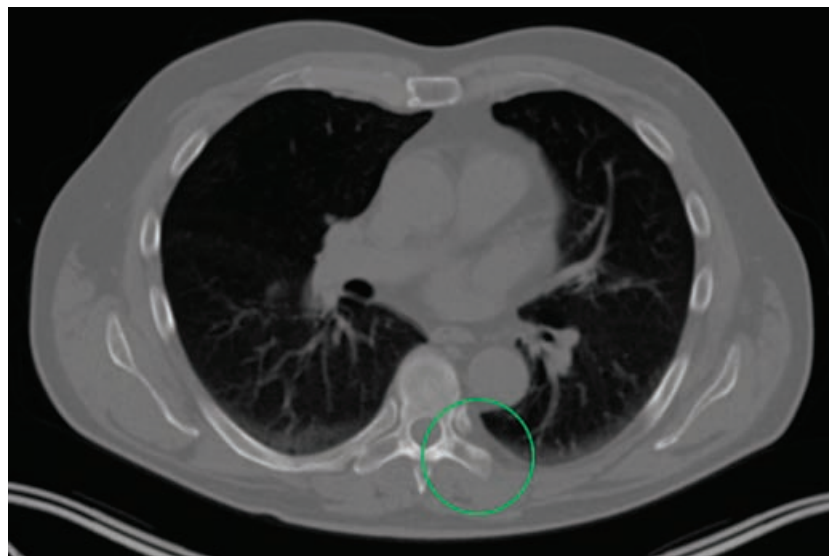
ПЭТ/КТ с  $^{18}\text{F}$ -ПСМА. КТ-составляющая часть исследования
